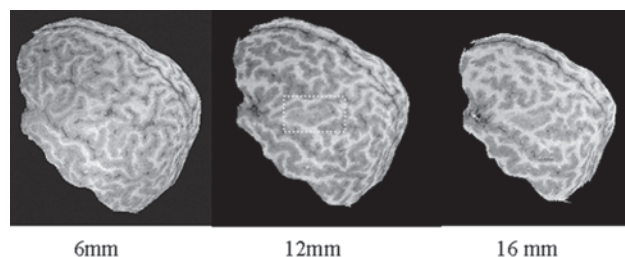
Reconstrução curvilinear de uma RM em uma criança com crises somatosensitivas com início na mão direita. Observem uma área com alteração do padrão giral, mais evidente entre 12-16mm da superfície cortical, indicando displasia cortical focal na região central esquerda. Durante a cirurgia foi observada uma área compatível com displasia cortical focal confirmada no exame histopatológico.
